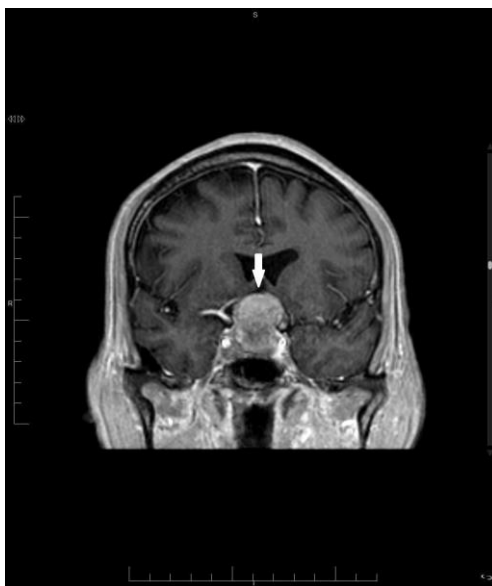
RMN coronal (T1) Macroadenoma hipofisario con signos hemorragia intralesional subaguda y apoplejía hipofisaria.
